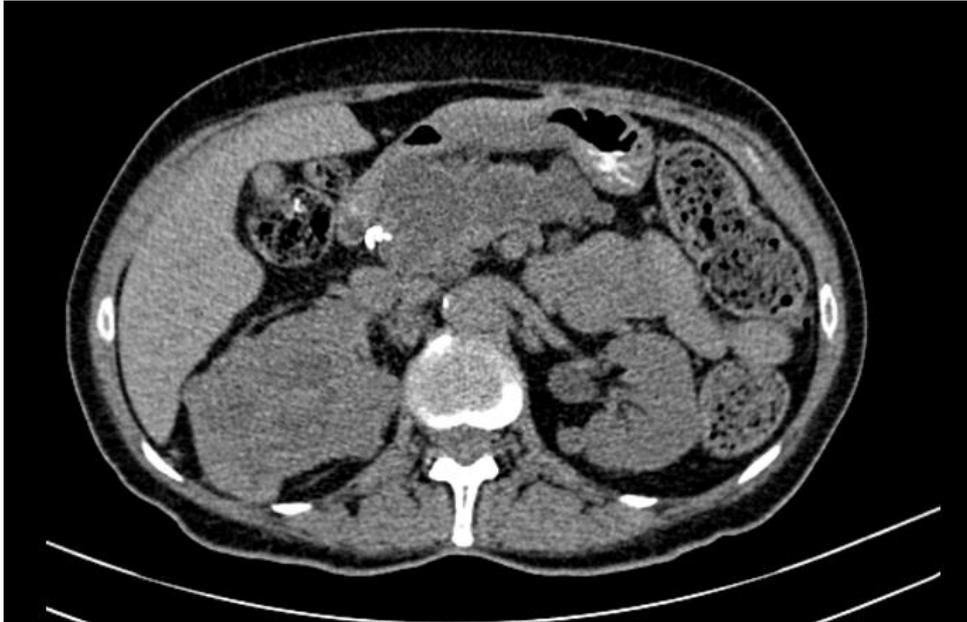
TC de abdômen mostrando pâncreas multicístico e lesão expansiva em rim direito.
